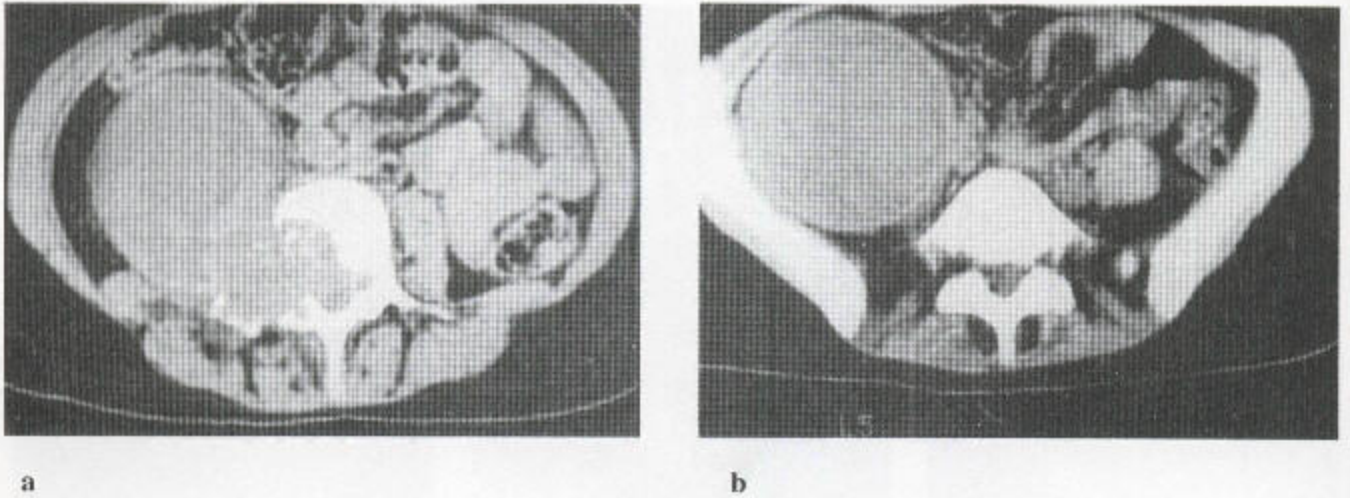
CT 扫描证明的腰大肌脓肿 (a) 腰脊近端扫描示椎体破坏和腰大肌的巨大肿块，其前部与液体差不多，为相对的低衰减。肿块进入椎管。(b) 在骨盆中，脓肿占据了大部分盆腔，脓肿境界清晰，均质，代替了腰大肌。
